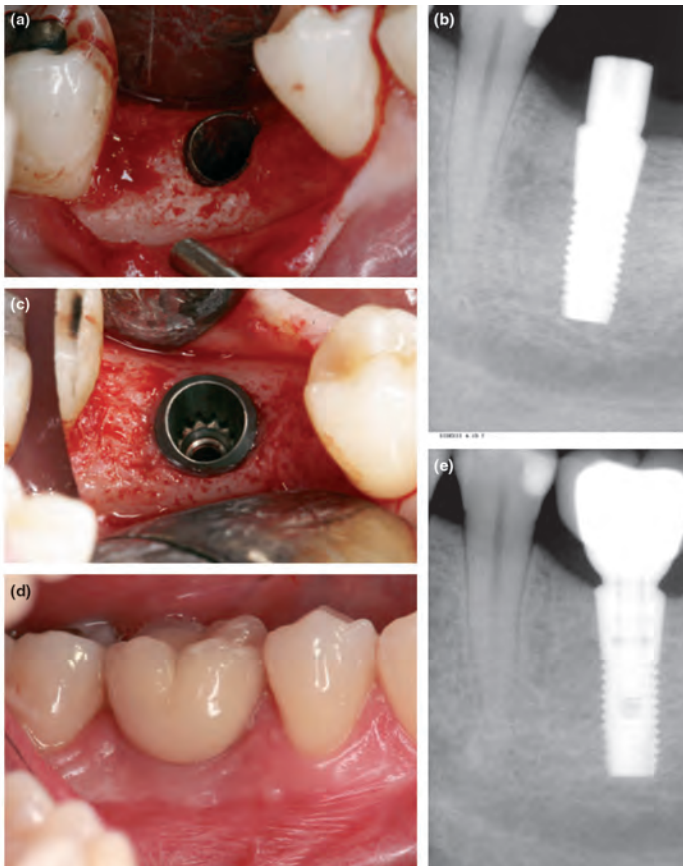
Клинический случай № 215: клинические снимки и рентгенограммы в момент имплантации (а, б), при получении доступа к уступу имплантата (с) и через 1 год после имплантации (д, е)
